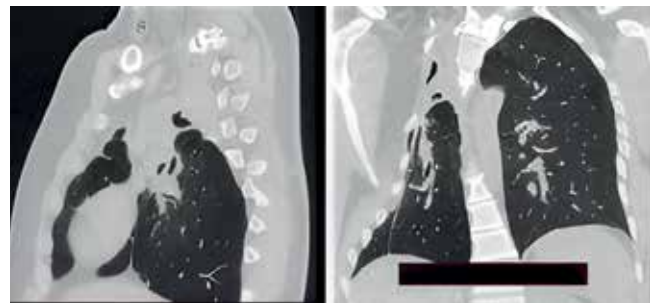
Пациентка К. Реконструкция КТ ОГК при поступлении (13.01.2022)
